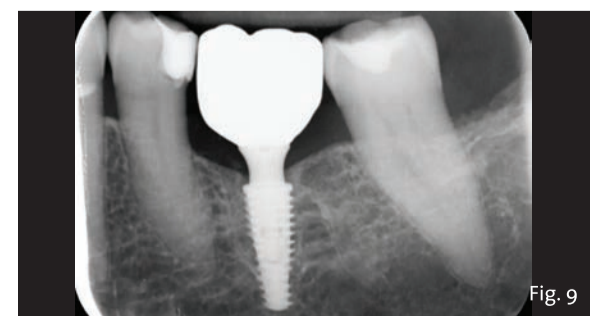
Controllo radiografico a 6 mesi dal carico.
